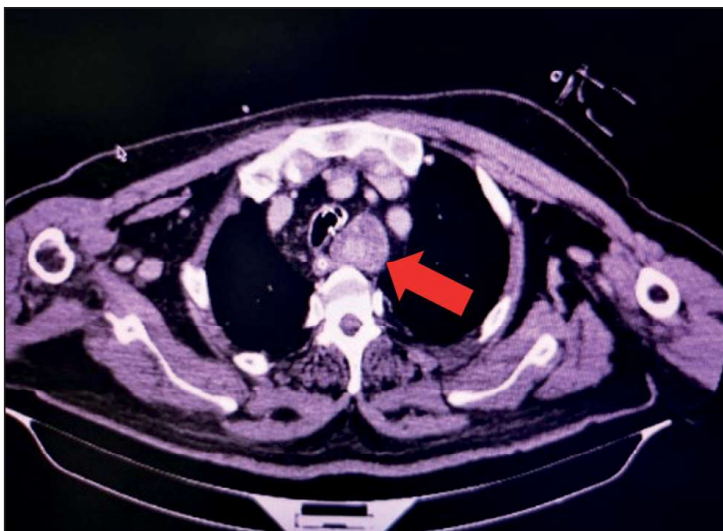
Tomografía de cuello. En contacto con extremo inferior izquierdo de glándula tiroidea se observa gran tumoración mediastinal ovoidea, que se localiza lateral a la tráquea y medial al cayado aórtico, de densidad heterogénea (flecha roja). Mide aprox. 80 x 29 mm L x AP.
